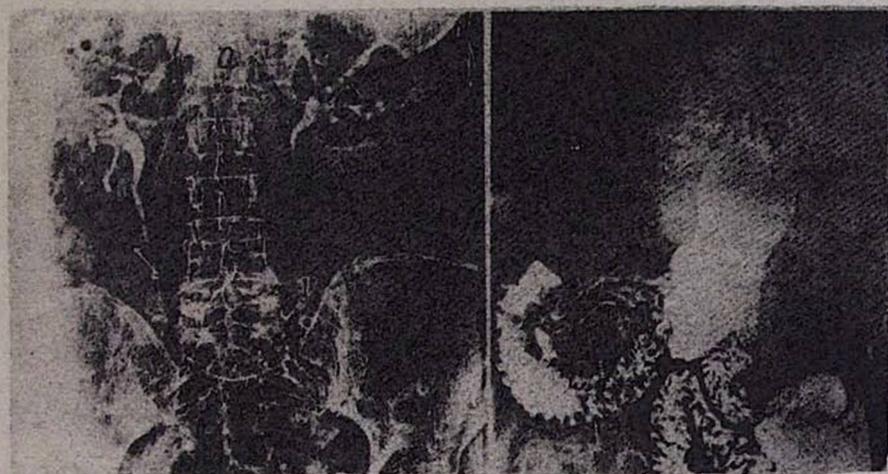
а. В/в урорентгенограмма. Хорошо видны внутри- и внепочечные мочевыводящие пути, тени почек, тень конкремента слева у тени мочевого пузыря. Урография производилась без предварительной подготовки больного. б. Электрорентгенограмма желудка, 12 п/к и части тонкой кишки. Хорошо видны складки слизистой оболочки желудка, тонкой кишки и дивертикул 12 п/к в нисходящей ее части.
